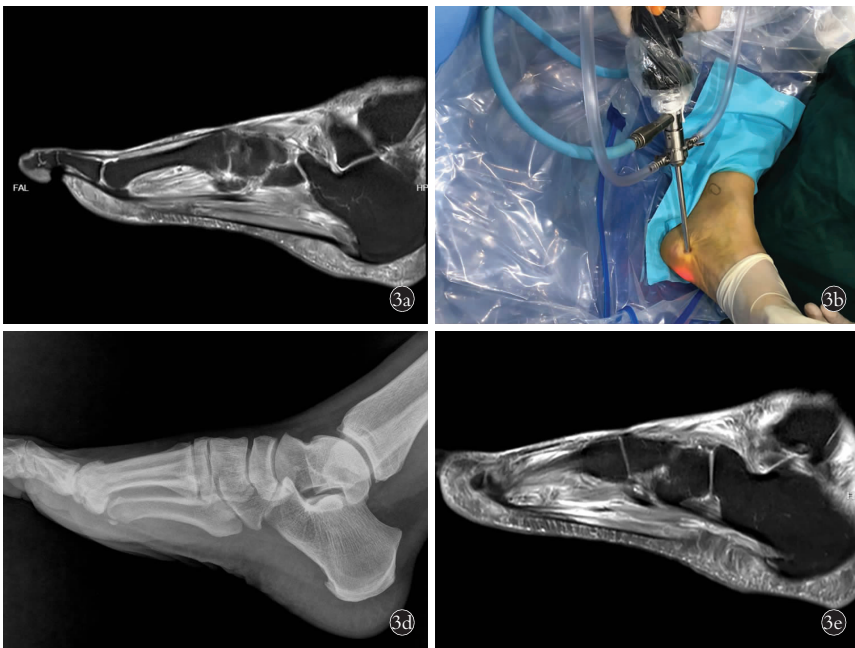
患者,女,53岁,因跖筋膜病行关节镜下跖筋膜松解术 3a.术前MRI 3b.术中仰卧位自后足建立内侧入路送入镜头 3c.术中关节镜下可见跟骨结节小骨刺,不予处理,骨刺前方见增厚的跖筋膜 3d.术后1个月侧位X线片 3e.术后12个月MRI
